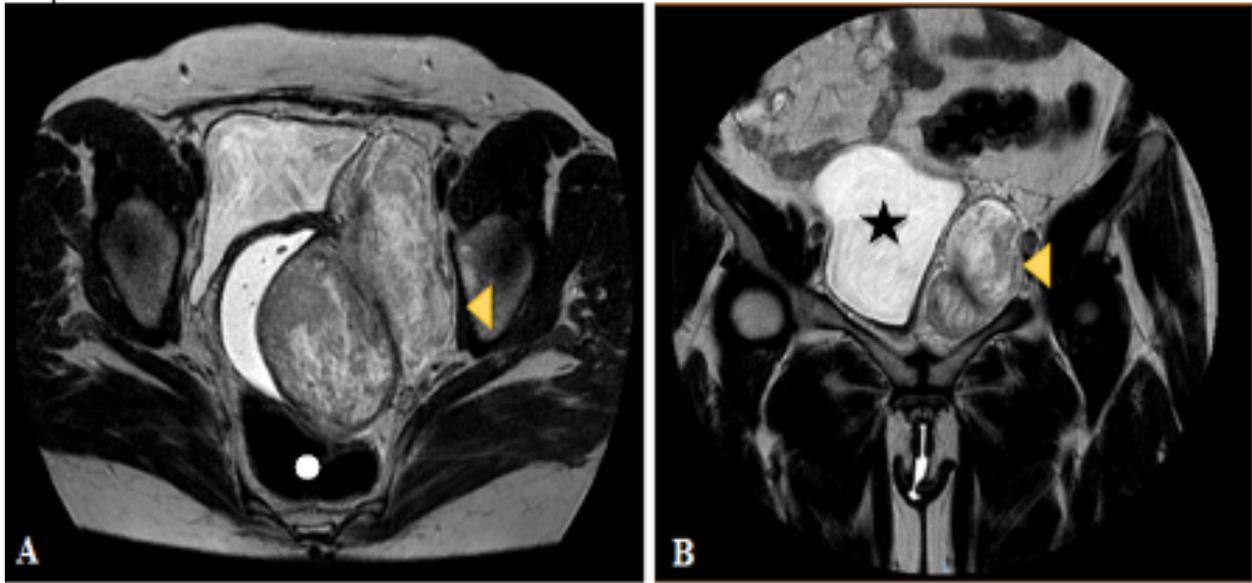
Resonancia Magnética de pelvis contrastada, (A) corte coronal, (B) corte axial. Se aprecia lesión hiperintensa heterogénea con contornos bien definidos de 11 x 11 x 8 cm (flecha naranja) que se extiende desde la grasa pélvica comprimiendo la pared lateral izquierda de la vejiga (estrella) y el recto inferior (círculo blanco). Técnica: RMN potenciada en T2 con eco espín rápido (4721/90, 1,5 Tesla)
